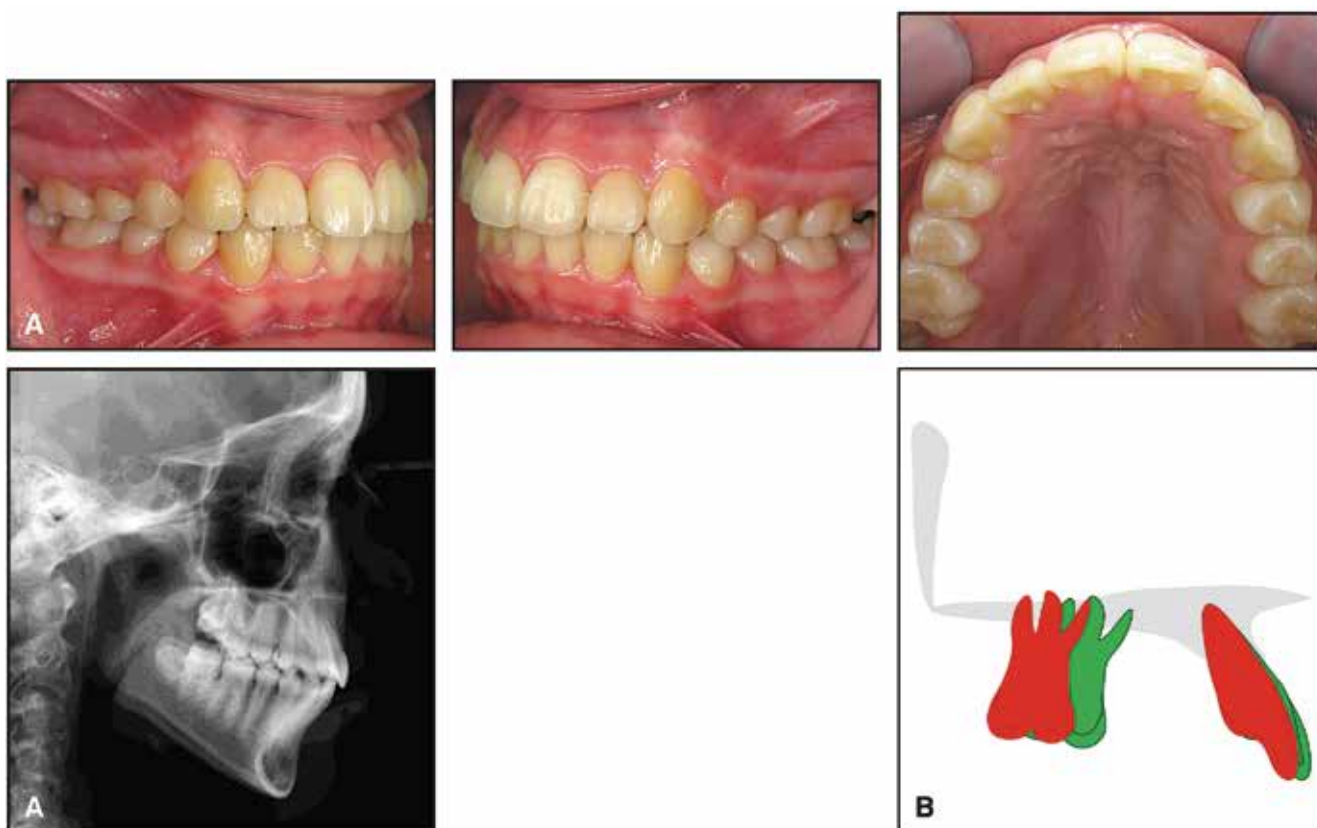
Случай 1. Пациентка после 13 месяцев лечения. А. Дистализация на половину ширины премоляра достигнута без реактивной проклинации передних зубов или чрезмерного трансверсального расширения. В. Наложение цефалометрии до и после лечения; обратите внимание на легкую интрузию передних зубов
